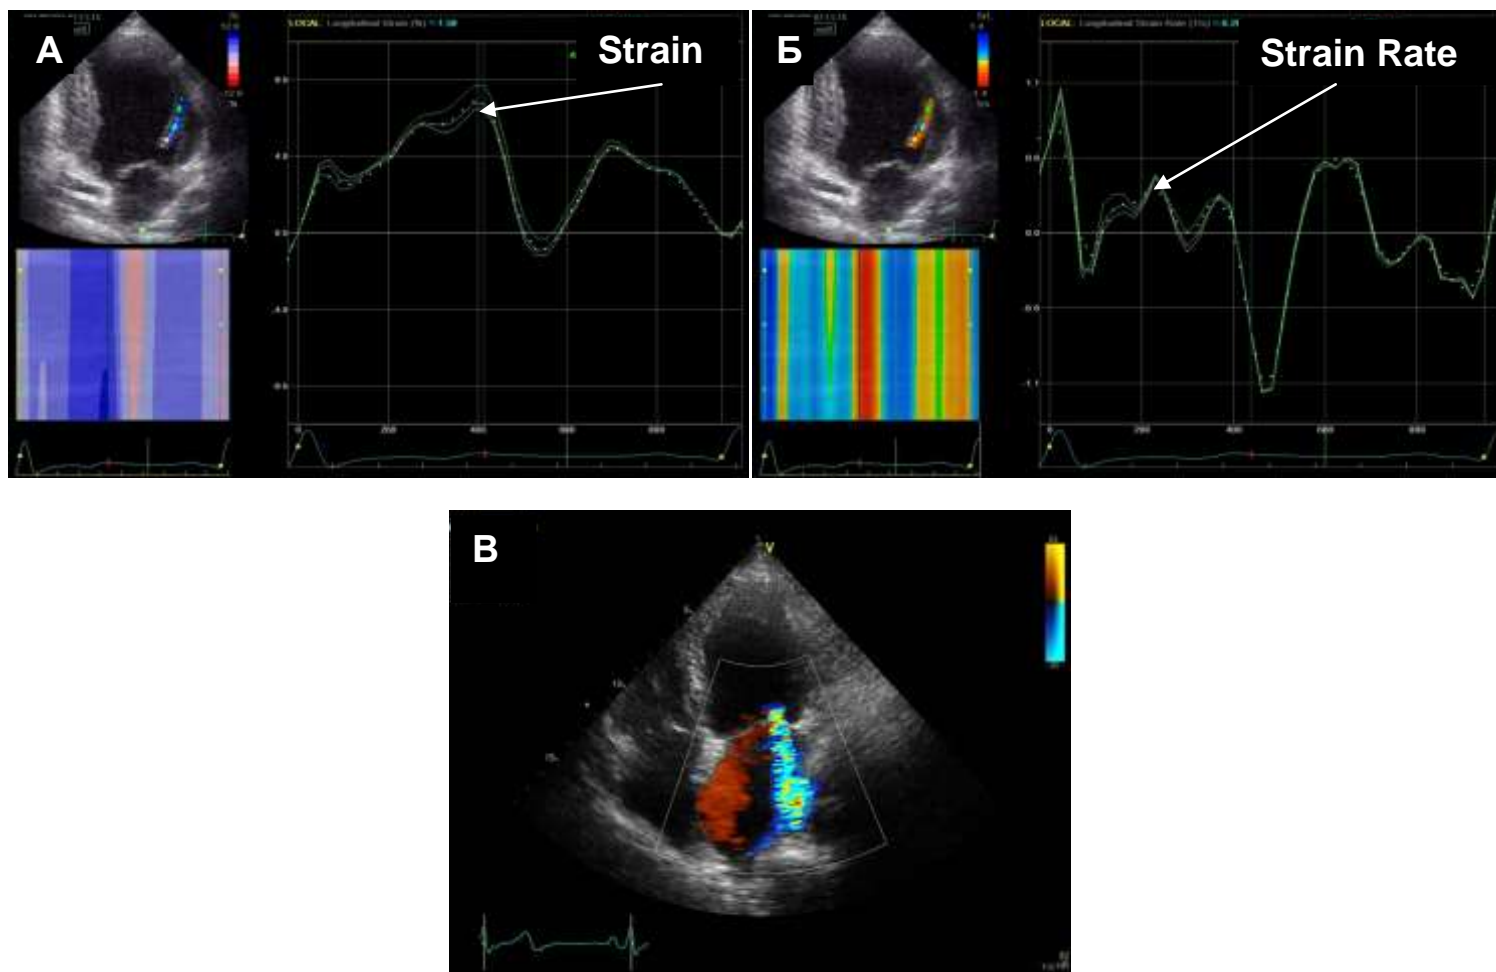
Эхокардиограммы ЛЖ и ПБ ПМ из апикальной позиции на уровне 2 камер у пациента К. с умеренной ишемической митральной регургитацией. Продольная деформации ПБ ПМ имеет положительные значения. Кривые деформации (Strain) (А) и скорости деформации (Strain Rate) (Б) направлены вверх (выше изолинии)
